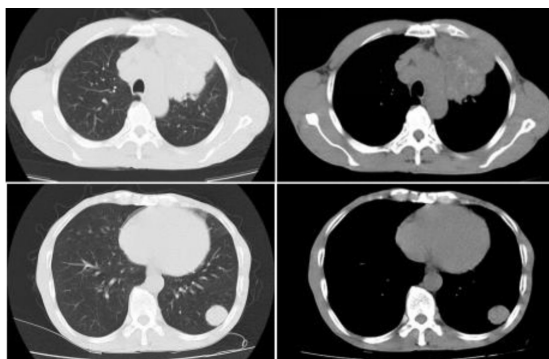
2023-10-31 Chest CT scan: Mass in the upper lobe of the left lung (8.5 cm × 7.3 cm × 6.2 cm), suspected peripheral lung cancer with metastasis to the lower lobe of the left lung (approximately 3.7 cm × 1.6 cm), mediastinal lymph node metastasis, and obstructive inflammation in the left upper lung.
